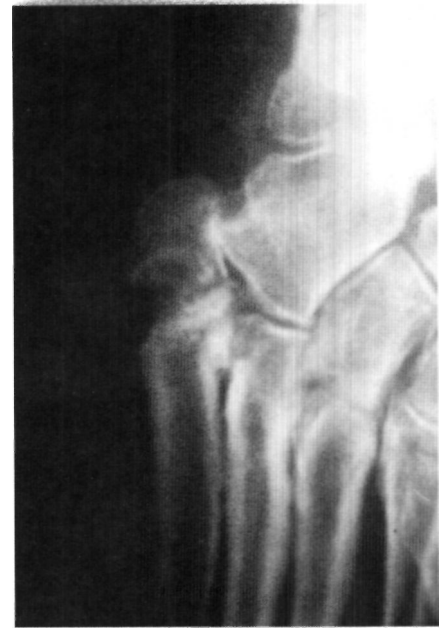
Radiografía a los 6 meses de evolución. Se observa un amplio espacio entre los fragmentos y esclerosis del canal medular en el fragmento distal.
